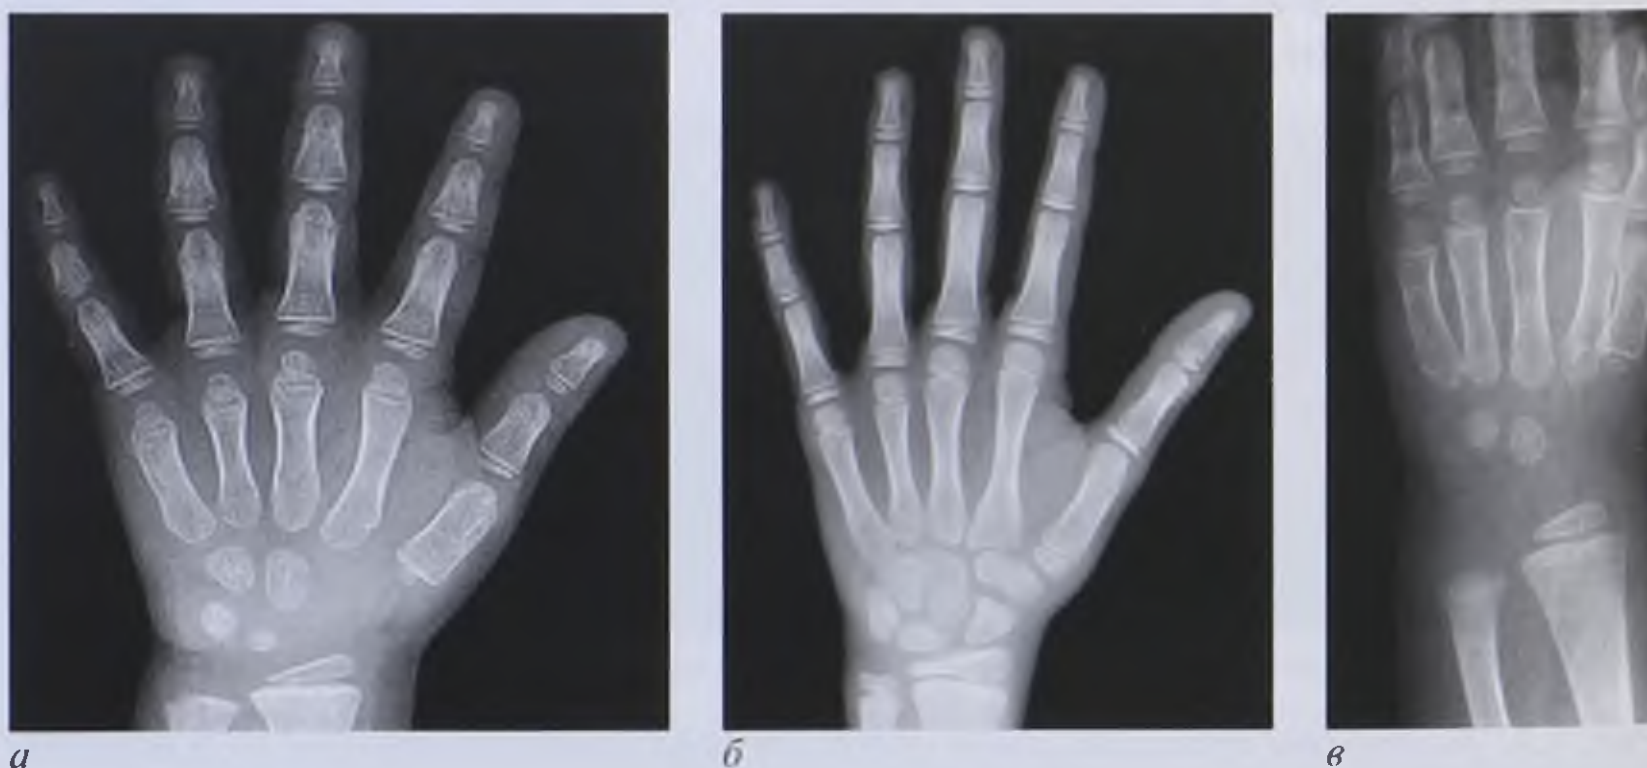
Рентгенограммы кисти детей различного возраста: *а* — мальчик 4 лет; *б* — мальчик 12 лет; *в* — мальчик 4 лет, задержка появления точек окостенения
